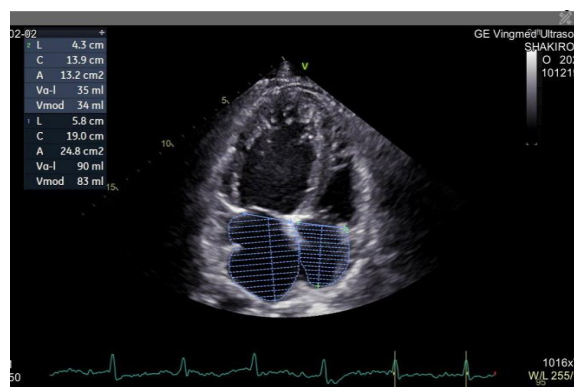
Эхокардиография. Верхушечный доступ. Четырехкамерное сечение. Увеличение левых размеров полостей. Выраженная трабекулярность левого желудочка.
